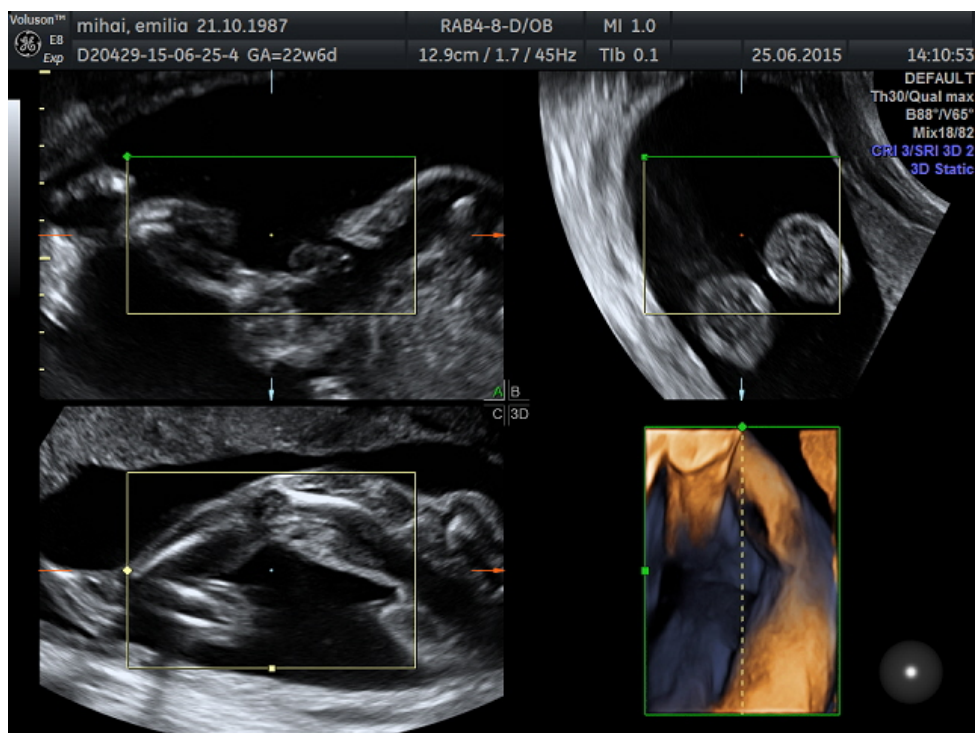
Seria de imagini ultrasonografice (secțiuni perpendiculare) cu membrul inferior în semiflexie.
